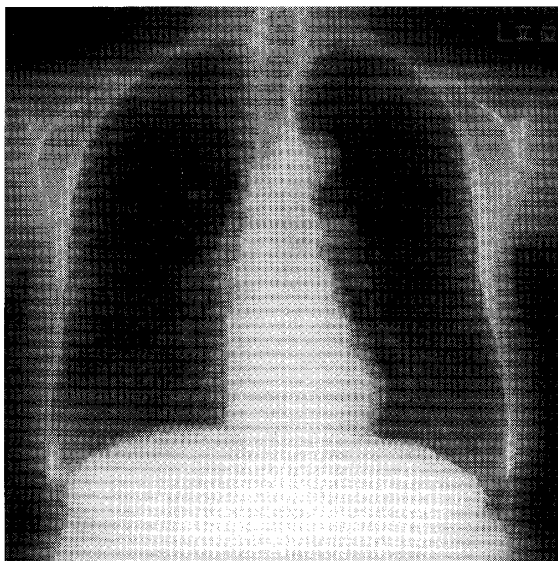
Chest radiograph shows no abnormality.
